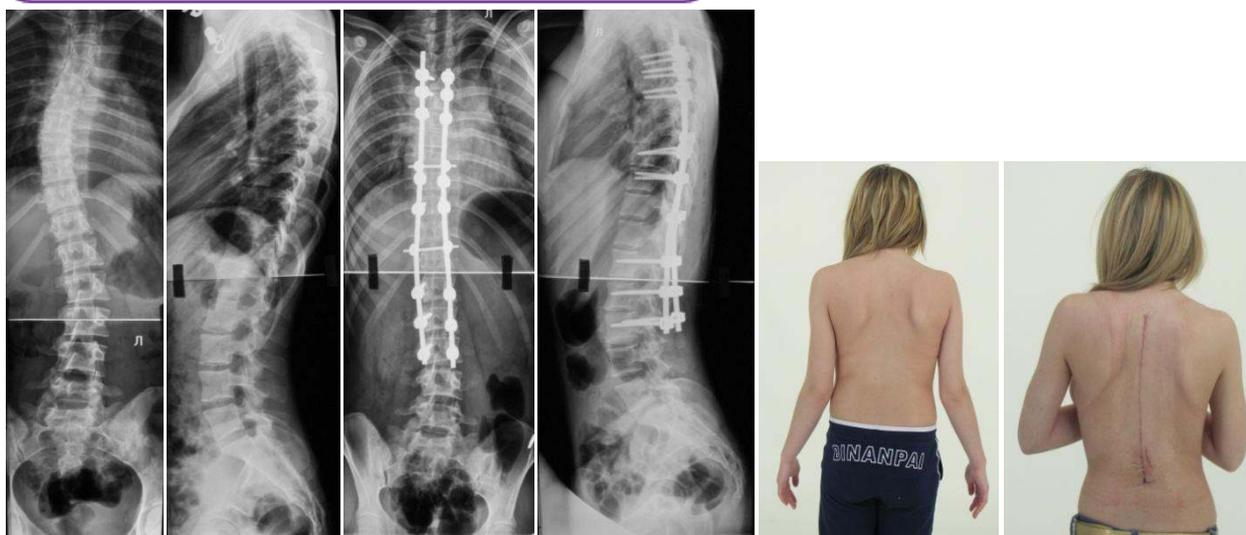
Данные рентгенографии и внешний вид пациентки К. до и после лечения
